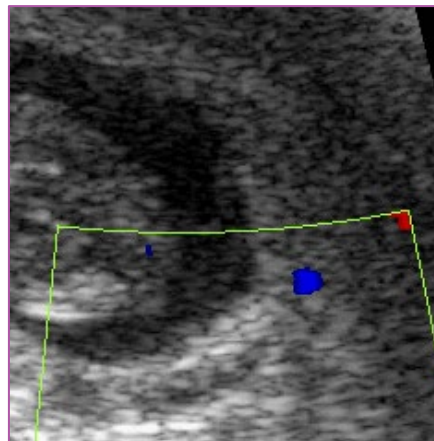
EL DOPPLER EN EL MISMO SECTOR QUE MANIFIESTA FLUJO SANGUÍNEO
